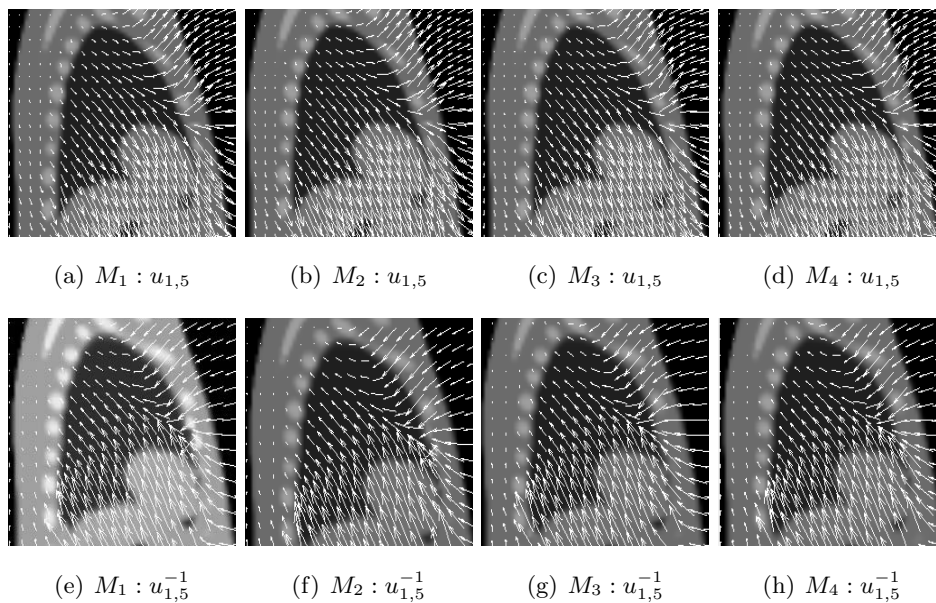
Coupes sagittales des images obtenues par recalage et par inversion pour le couple ( $CT_1, CT_5$ ).
